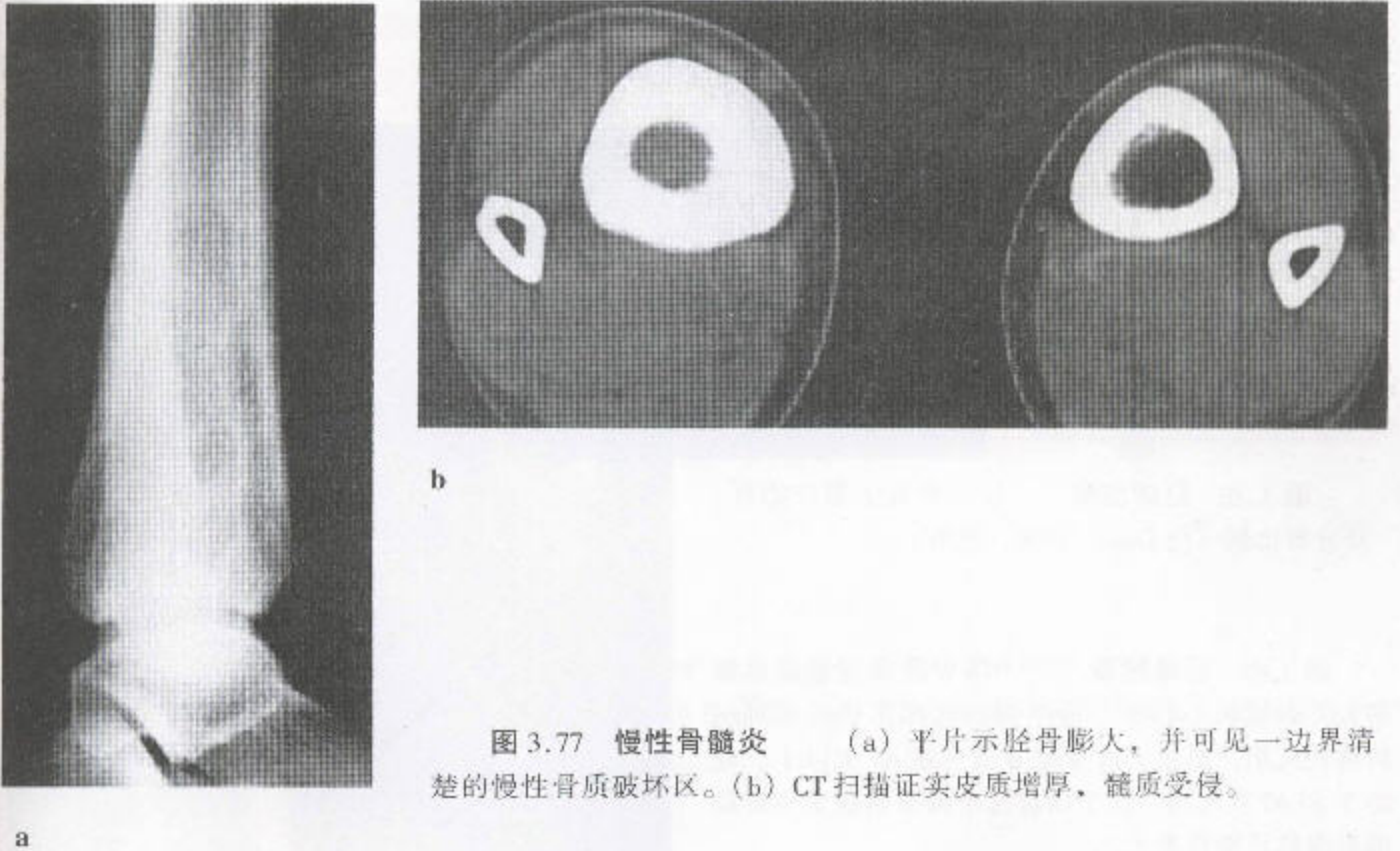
慢性骨髓炎 (a) 平片示胫骨膨大, 并可见一边界清
